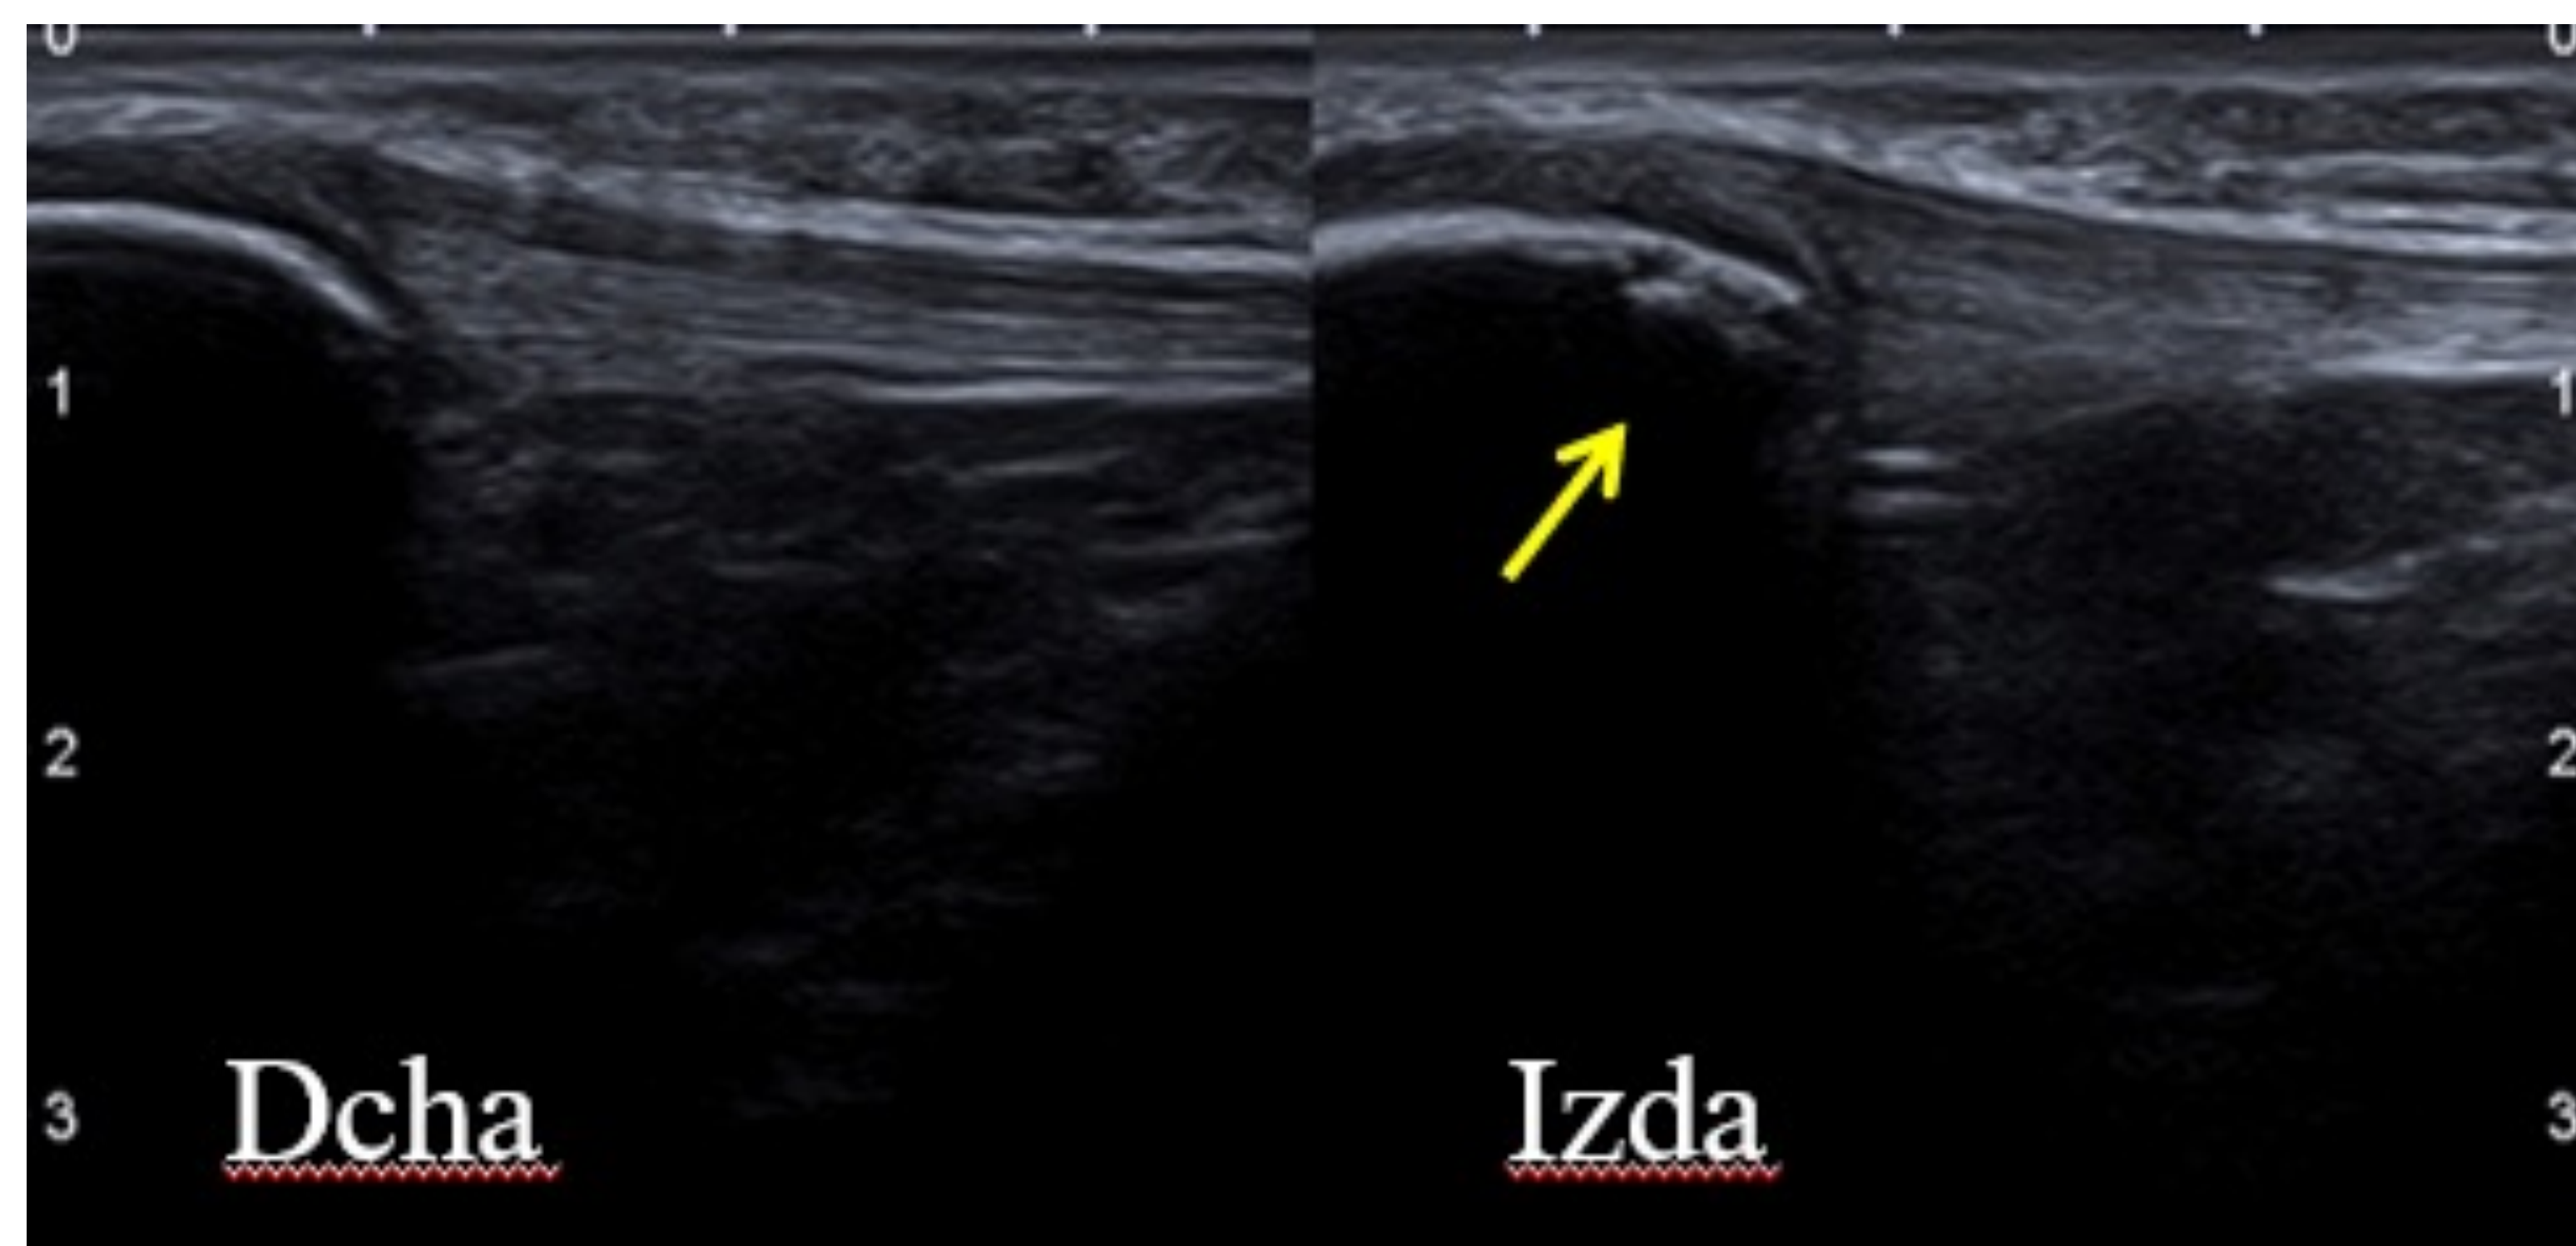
Fragmentación del tubérculo tibial en RX simple y ecografía con engrosamiento hipocogénico distal y leve hiperemia del TR (*)
